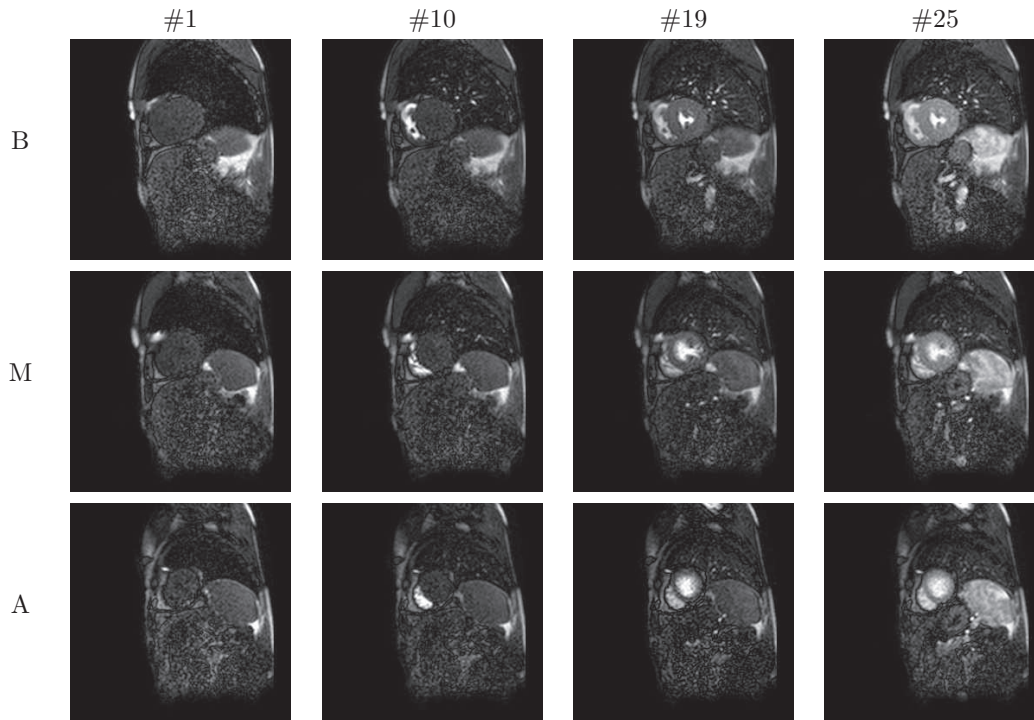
Images caractéristiques d’un examen d’IRM de perfusion cardiaque aux niveaux basal (B), médian (M) et apical (A) durant le premier passage du bolus d’AC. #1 : pré-contraste. #10 : arrivée de l’AC dans le VD. #19 : arrivée de l’AC dans le VG. #25 : perfusion myocardique.
